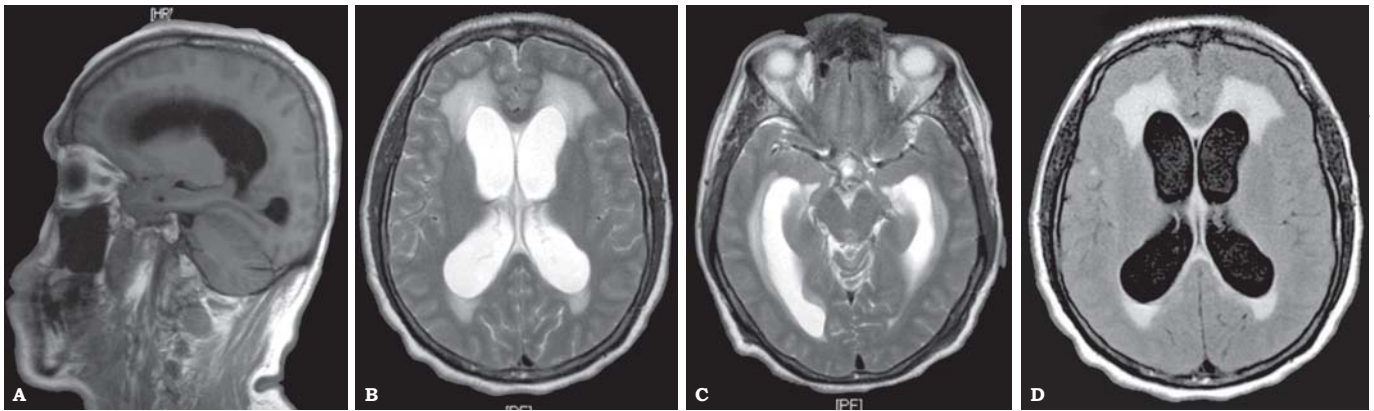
RM en secuencias T1, T2 y FLAIR, de cráneo con cortes axiales y sagital. Se observa hidrocefalia con migración transependimaria.
